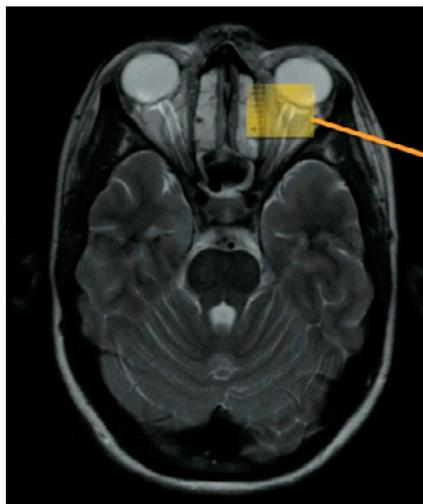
Mesure du DENO par IRM.
